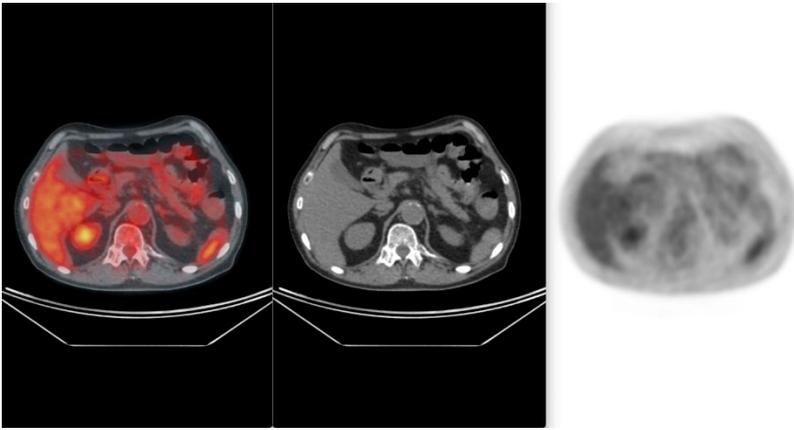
Контрольная ПЭТ/КТ: полный метаболический ответ (Deauville 1)
